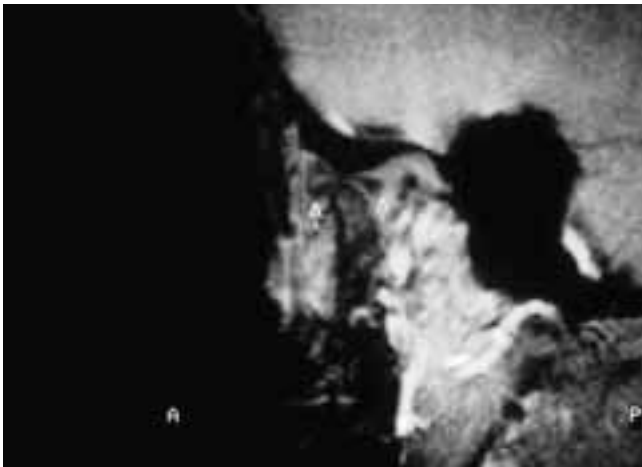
MRI-Bild desselben Kiefergelenks wie in Abbildung 1. Während der Öffnungsbewegung findet eine Auto-reposition des Discus (Pfeile) statt.
